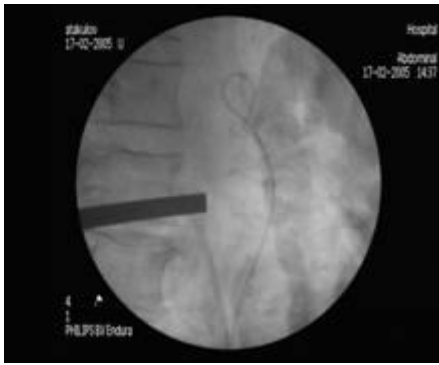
№4. Рентгентелевизионный контроль ретроперитонеоскопической уретеролитотомии, виден камень и тубус лапароскопа (положение больного на боку).
